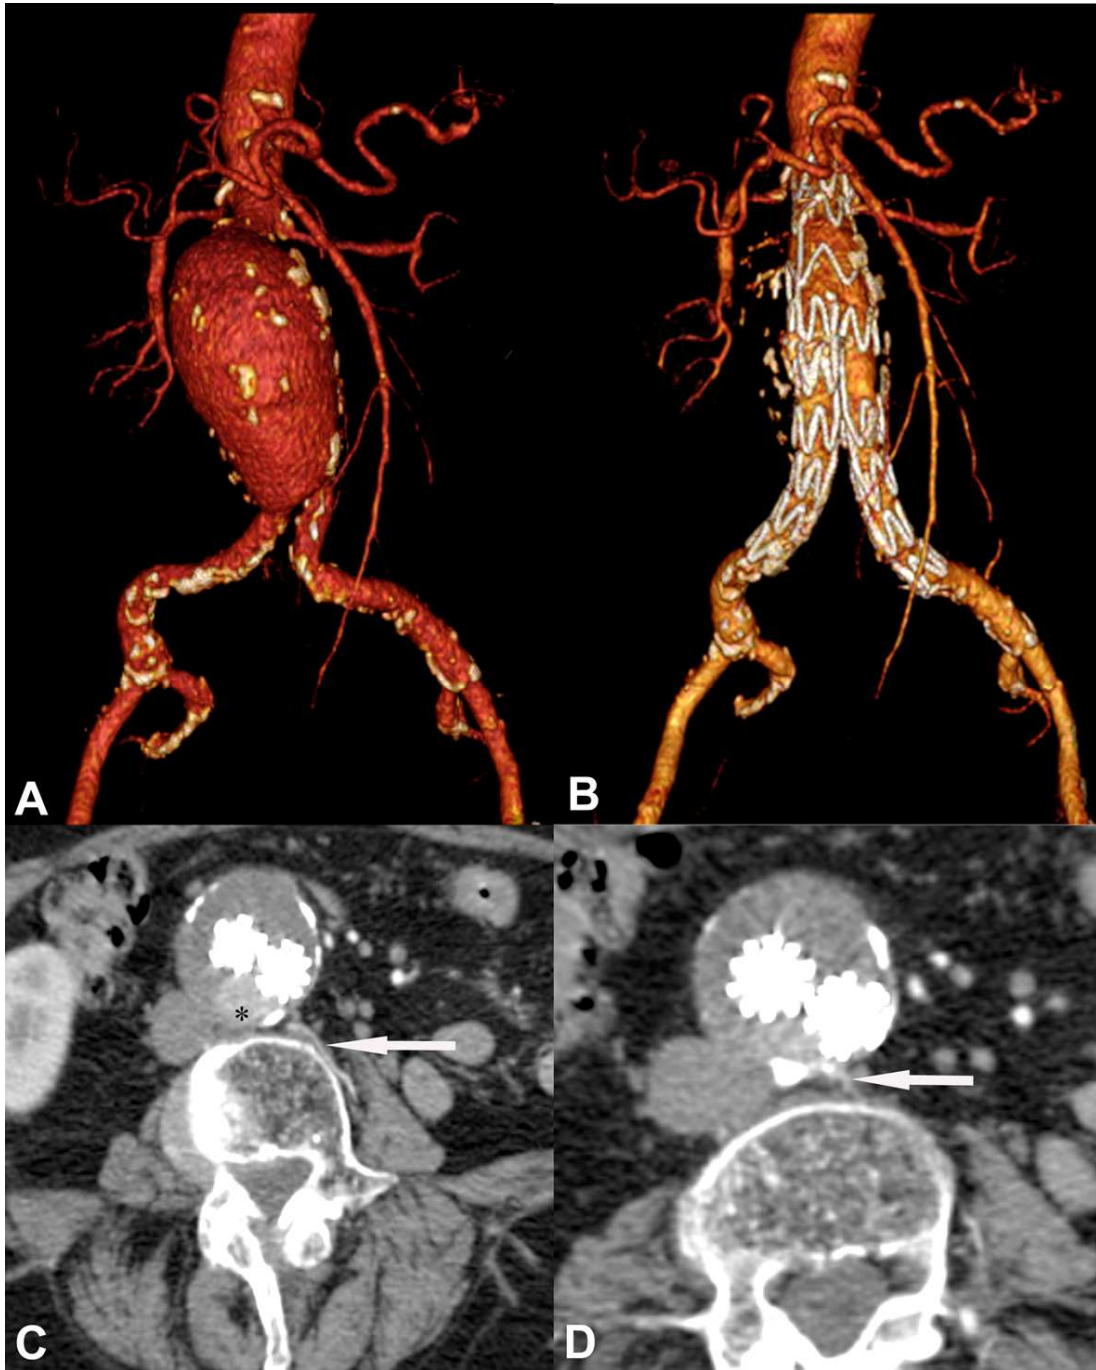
a) Volumenrekonstruktion eines großen infrarenalen Aortenaneurysmas mit deutlichen Kalzifikationen des Aneurysmas und der Arteria iliaca communis beidseits. b) Volumenrekonstruktion nach Implantation eines Talent-Stentgrafts am 8. postinterventionellen Tag. c) In der venösen Phase der CTA zeigt sich ein Endoleak Typ 2 (Stern) dorsal der Stentschenkel sowie eine latente Lumbalarterie links (Pfeil). d) Etwas weiter kaudal wird die Mündung der Lumbalarterie in den Aneurysmasack ersichtlich (Pfeil).
